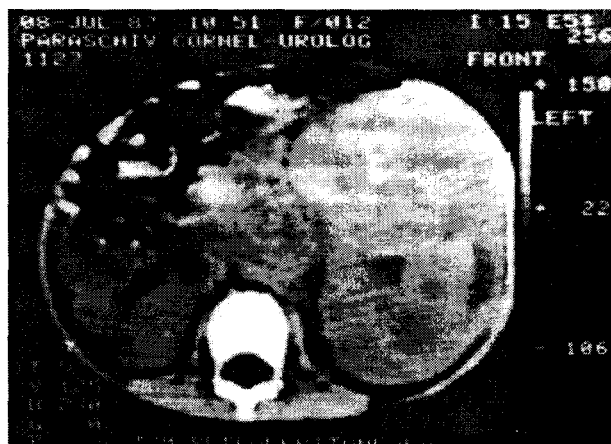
Secțiune tomografică: voluminoasă tumoră renală stângă solidă, parenchimatousă, abdominalizată, cu adenopatii peri-aortice (pacient de 2 ani și 6 luni).
